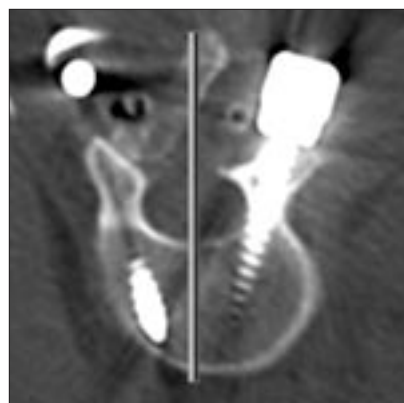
КТ. Отсутствие ротационной установки L1 позвонка той же больной относительно сагиттальной плоскости в послеоперационном периоде
